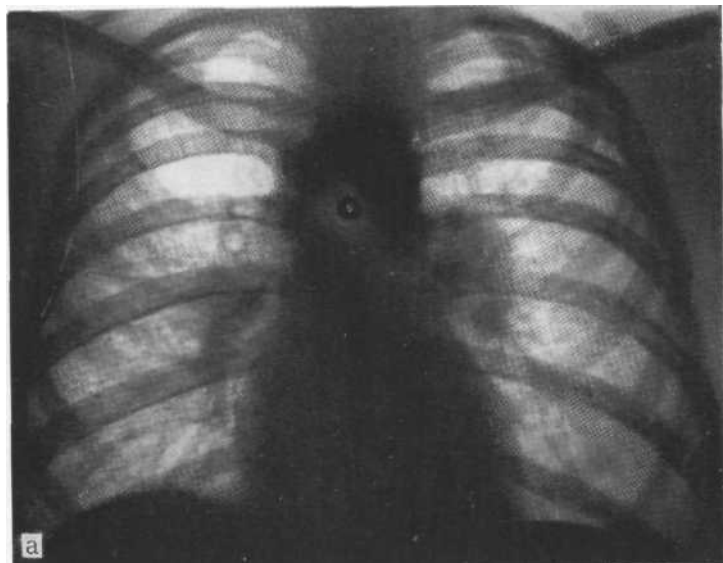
Обзорная рентгенограмма (а) и ее фрагмент (б). Саркоидоз. Усиление рисунка по воспалительному типу в средних и нижних отделах, двустороннее увеличение бронхопульмональных лимфатических узлов. Контуры четкие. Биопсия легкого и лимфатических узлов.
